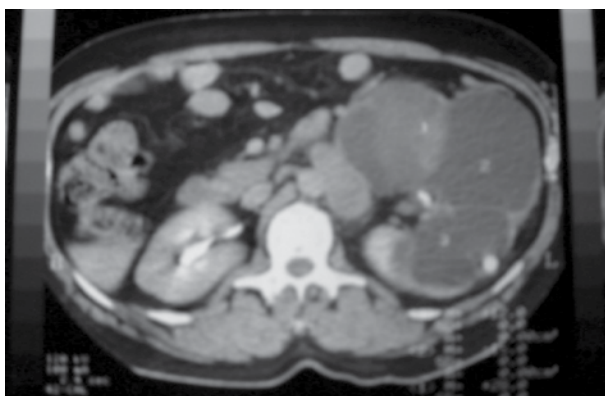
Tomografía evidenciando lesión de 16 x 15 cm, sólida, heterogénea, en polo inferior del riñón izquierdo.
